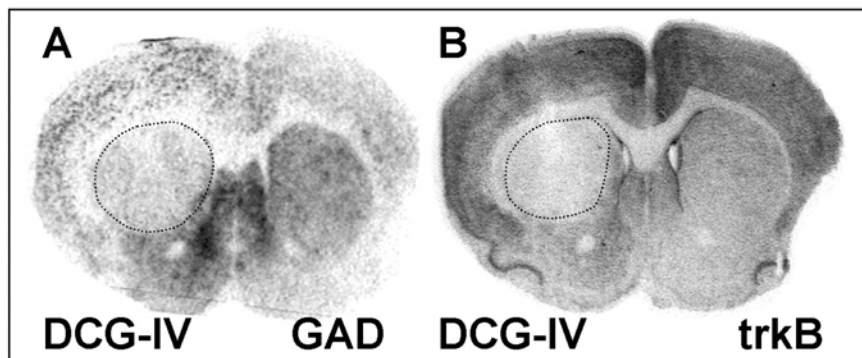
Autorradiografía mostrando la pérdida de señal de hibridación de ARNm de *trkB* en el estriado tras la inyección de DCG-IV (B). El patrón de pérdida de expresión de ARNm de *trkB* en el estriado es muy similar a la pérdida de señal de hibridación de ARNm de GAD (Comparar B con A). La zona de pérdida se delimita en ambos casos mediante línea de puntos.
